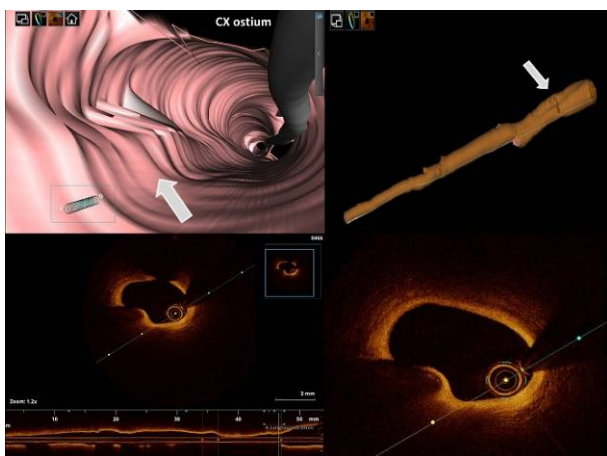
Basal optical coherence tomography finding.
